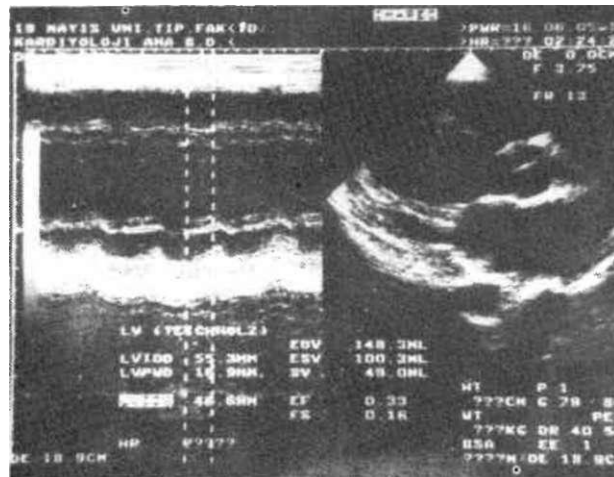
Parasternal uzun aks konumunda minimal perikardiyal ve fazla miktarda plevral effüzyonun görünümü
